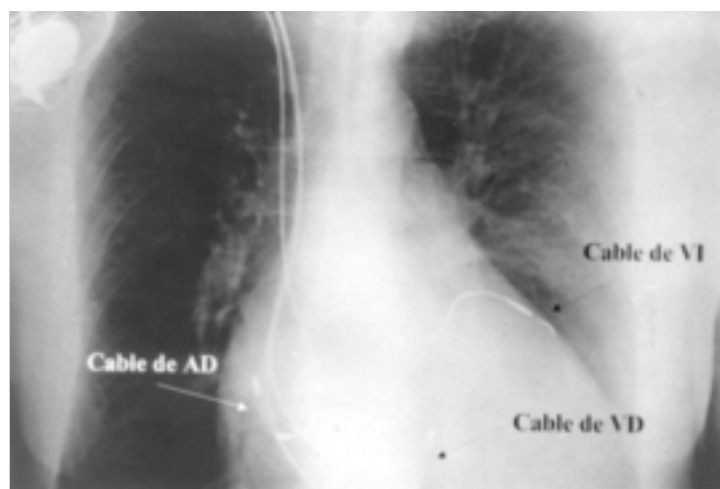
Telerradiografía de tórax de un paciente con marcapasos tricameral. Se observa la ubicación de los electrodos en aurícula derecha, tracto de salida del ventrículo derecho y la porción distal del seno coronario desde donde estimula la pared lateral del ventrículo izquierdo.
